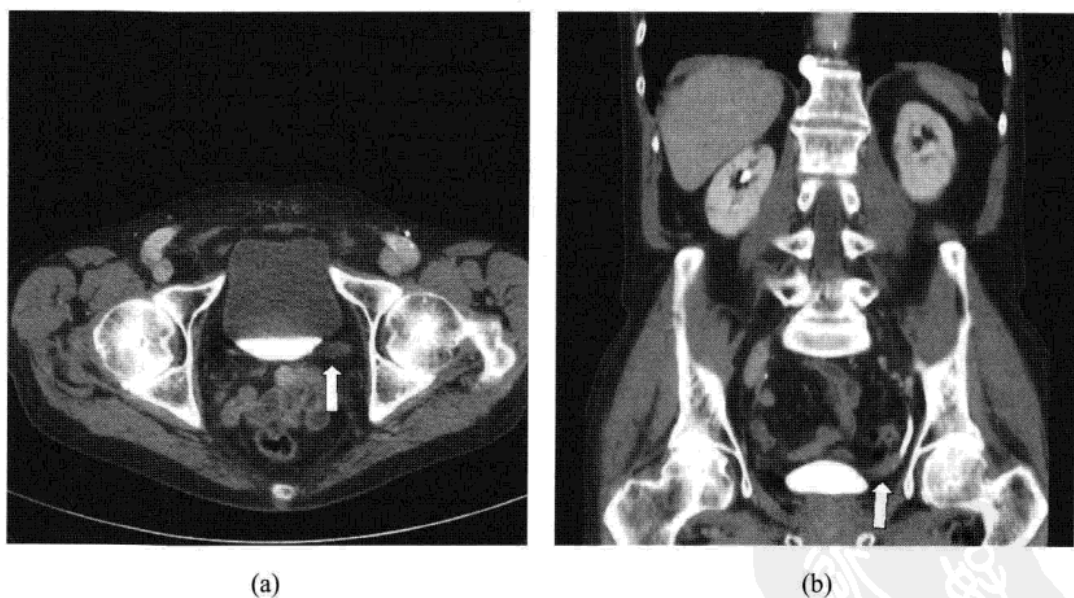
肾癌。男性，58 岁，腹痛，血尿，体重减轻。CT 横断位及冠状位图像(图 10.8a 和 b)相关超声影像(图 10.8c)。
